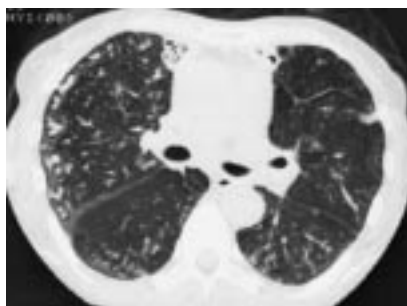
КТ. Бронхогенная диссеминация при туберкулезе. Расширение просветов мелких бронхов в кортикальной зоне легких – симптом “деревя в почках”.
